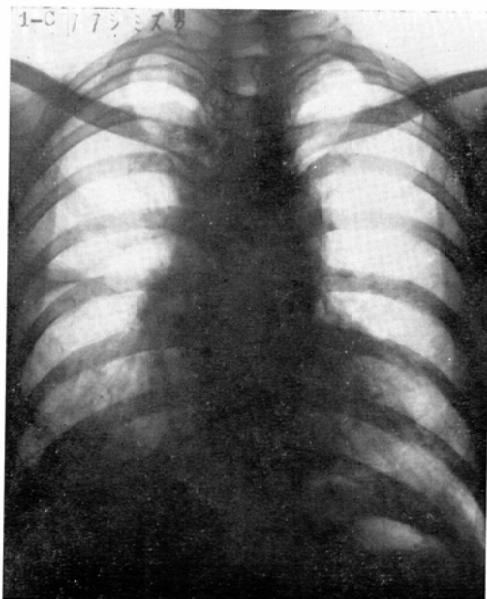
Male, 50, with chest pain. A. Chest roentgenogram taken on July 17, 1956, at the onset of the current illness. B. Detail of right apex on same day showing the subpleural blebs (arrow, RAO). C. Chest roentgenogram on Feb. 9, 1957 shows haziness and patchy densities at the bases, especially on the right, associated with pleural reaction. D. Roentgenogram on May 5, 1957 shows pneumothorax of the right.
